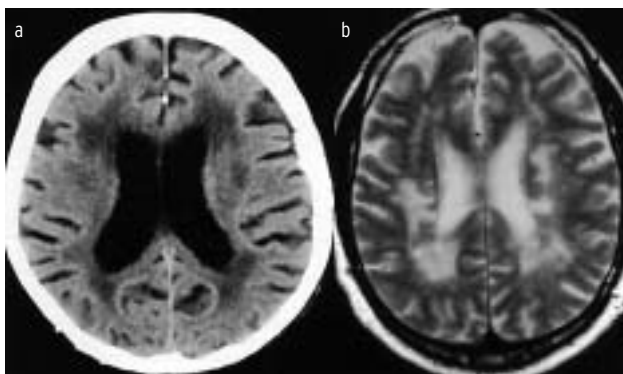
Kraniales CT (a) und kräniozerebrales MRI (b) mit Zeichen chronischer Marklagerläsionen.
